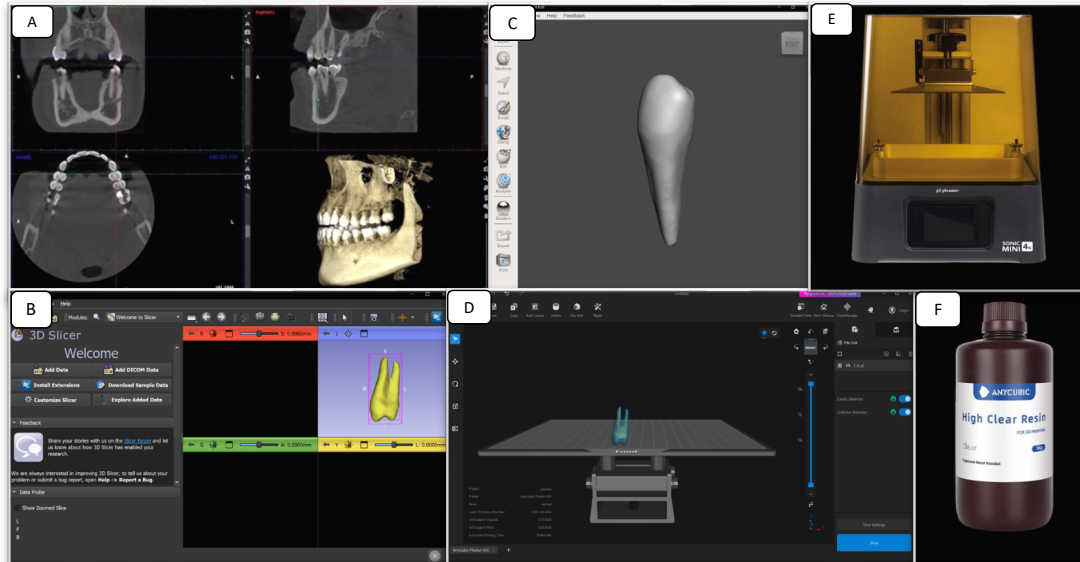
A: Tomografía del paciente. B: 3D Slicer (versión 5.22), primer premolar superior. C: Meshmixer 3.5, primer premolar inferior. D: Chitubox, primer premolar superior. E: Phrozen Sonic Mini 4K Resin 3D Printer. F: Resina AnyCubic Clear.
